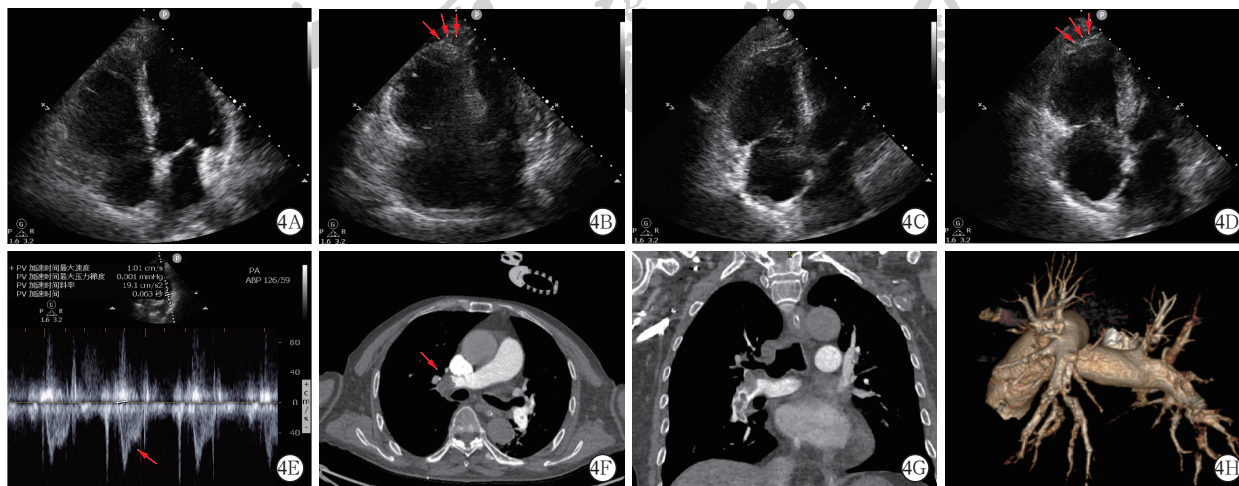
1例67岁男性动脉瘤破裂术后并发神经源性应激性心脏病(NSC)合并急性次大面积肺栓塞患者出现急性肺栓塞时床旁超声心动图及CT肺动脉造影(CTPA)表现。心尖四腔心切面(A~B)可见右心室/左心室横径比值(RV/LV比值) > 1,收缩末期右心室游离壁运动减弱,但右心尖运动保留(红色箭头所示),即“McConnell征”;心尖四腔心切面聚焦右心的舒张末期(C)与收缩末期(D)可见右心明显扩张,且在收缩末期可见典型“McConnell征”(红色箭头所示);右心室流出道血流频谱(E)可见肺动脉射血中期切迹(红色箭头所示),即“Notch征”;CTPA(F~H)可见双侧肺动脉主干局部低密度充盈缺损,肺动脉内可见栓子(红色箭头所示),确诊为肺栓塞
